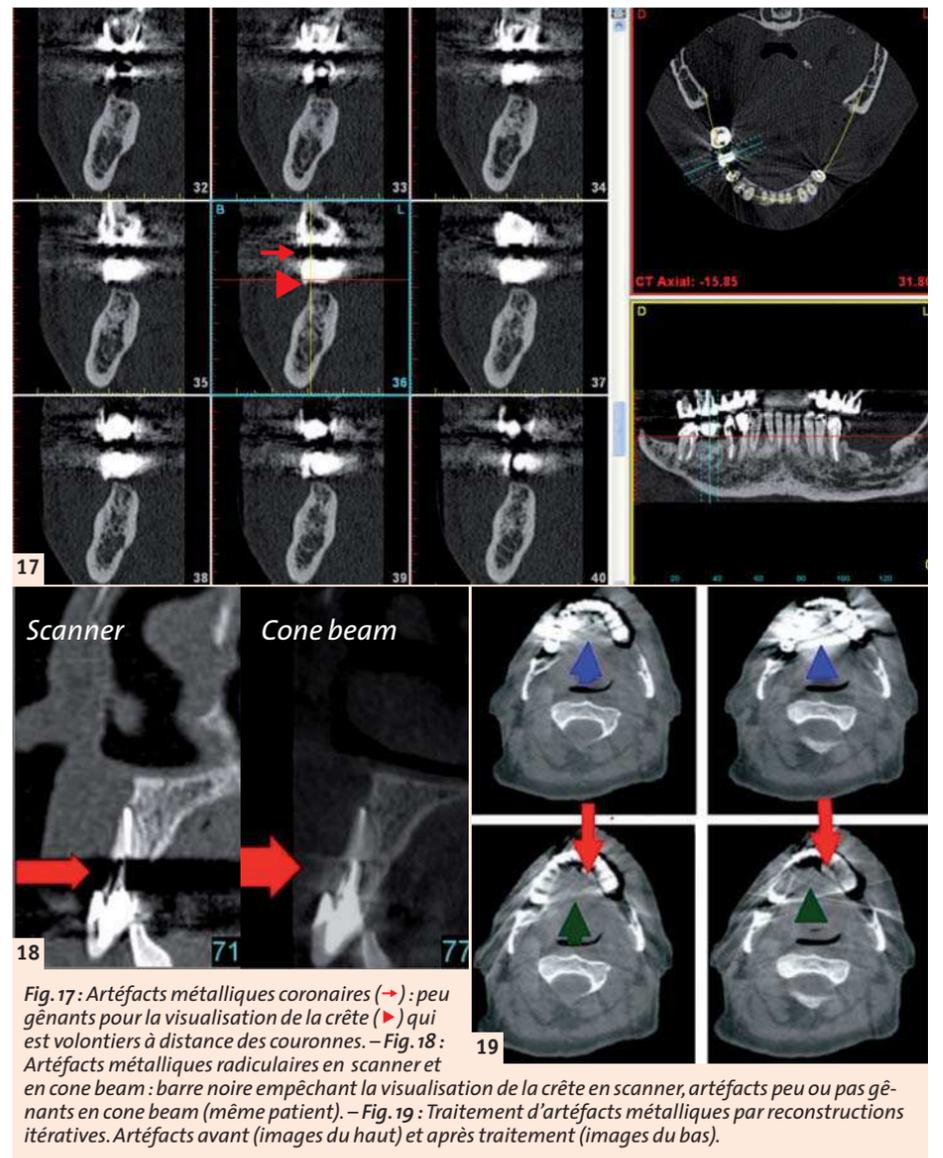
Artéfacts métalliques coronaires (→) : peu gênants pour la visualisation de la crête (→) qui est volontiers à distance des couronnes. – Fig. 18 : Artéfacts métalliques radicaux en scanner et en cone beam : barre noire empêchant la visualisation de la crête en scanner, artéfacts peu ou pas gênants en cone beam (même patient). – Fig. 19 : Traitement d'artéfacts métalliques par reconstructions itératives. Artéfacts avant (images du haut) et après traitement (images du bas).
